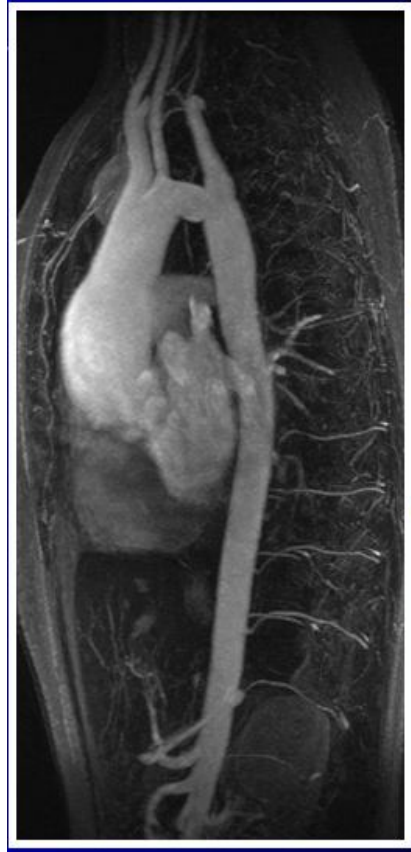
Dilatation de l'aorte en angio-IRM
